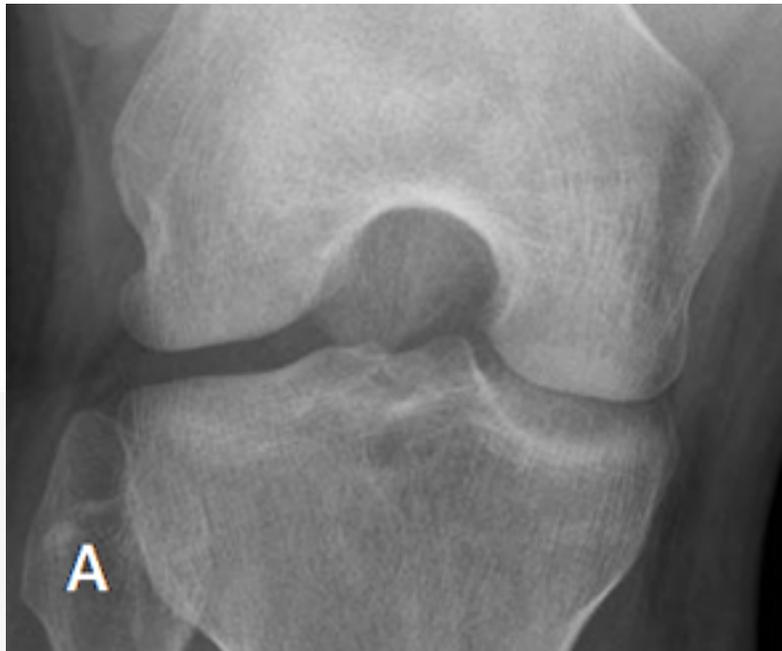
Radiografía simple de rodilla. Proyección de túnel
